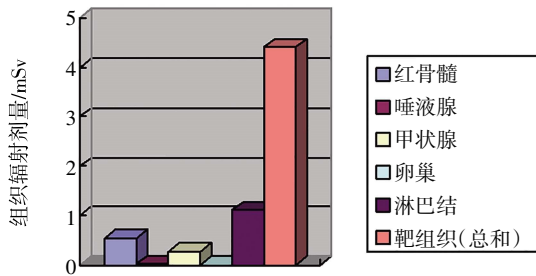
一例 48 岁女性胸部 CT 平扫器官与组织辐射剂量图
